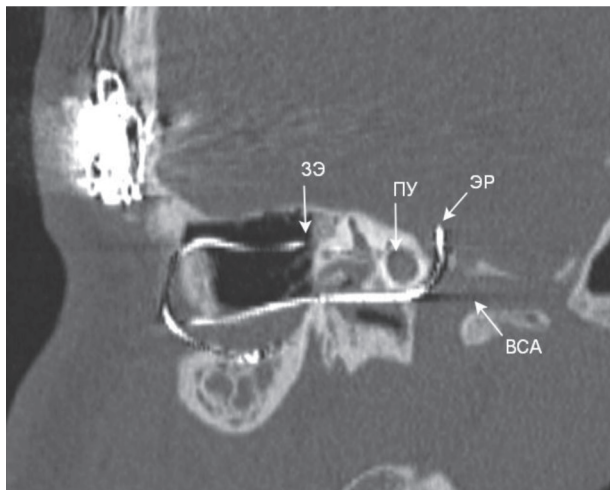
Компьютерная томография (КТ) височной кости в ко-софронтальной проекции, демонстрирующая расположение дистального конца пучка электродов
